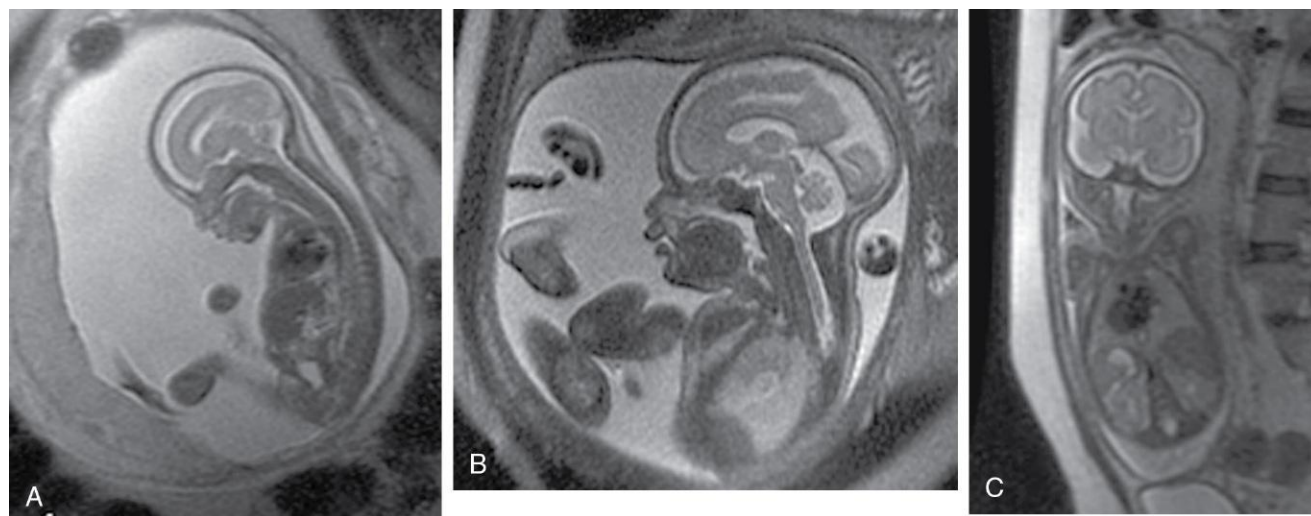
Imágenes de resonancia magnética (RM) de fetos normales. A, A las 18 semanas (20 semanas de edad gestacional). B, A las 26 semanas. C, A las 28 semanas. (Por cortesía de la doctora Deborah Levine, directora de Ecografía Obstétrica y Ginecológica, Beth Israel Deaconess Medical Center, Boston, MA.)
